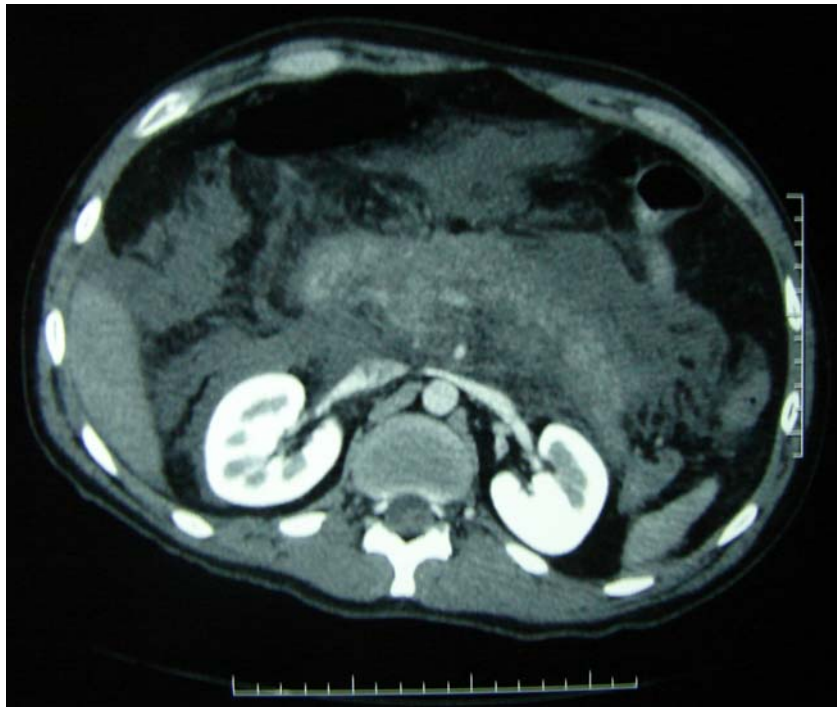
La falta de realce homogéneo en el parénquima pancreático en la TAC con medio de contraste demostrando necrosis pancreática paciente P 25.
